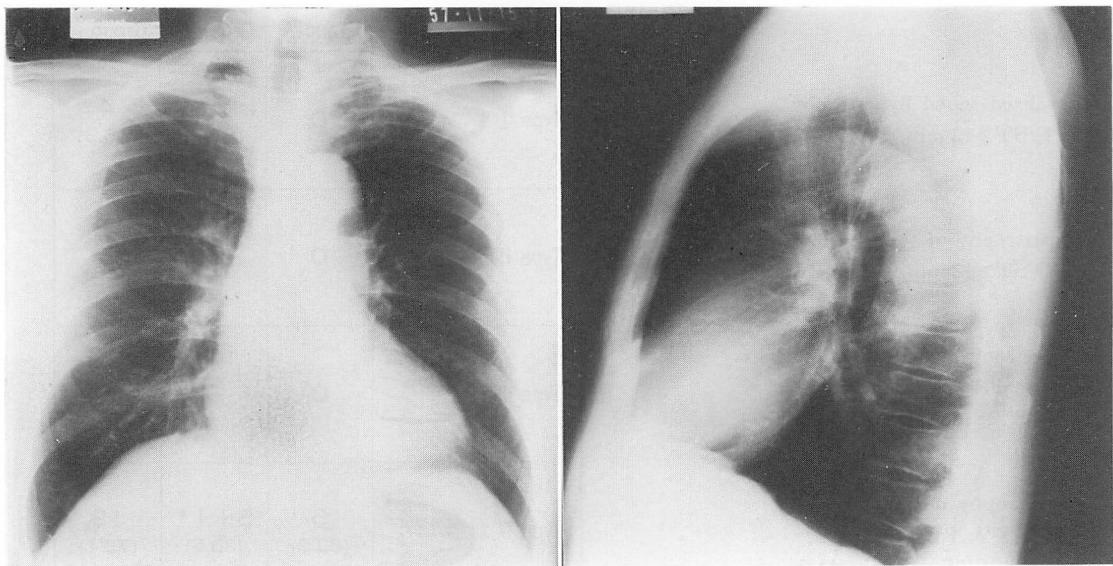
Chest X-ray in Case 1.
